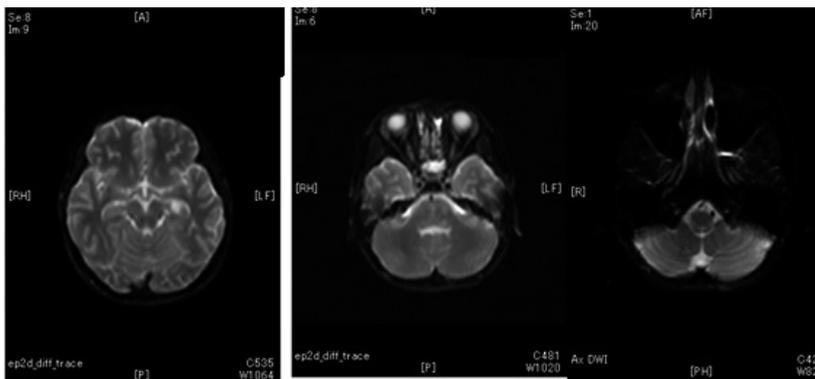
頭部MRI拡散強調画像 (脳幹部)
